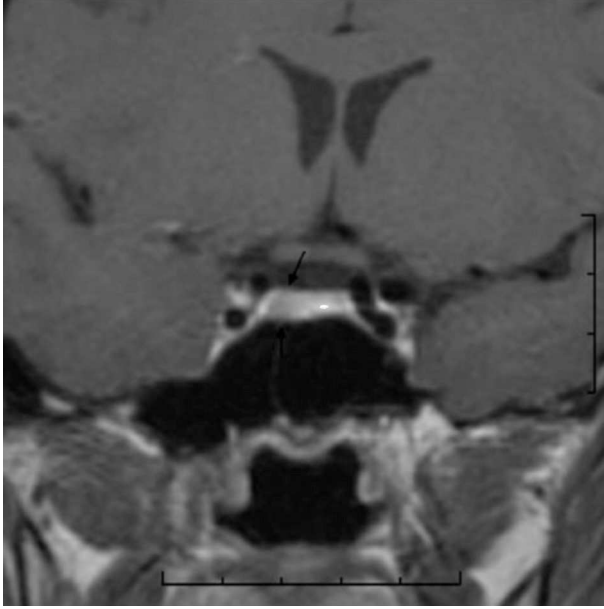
Imagen de resonancia magnética de corte coronal que muestra una zona de menor captación en la vertiente derecha de la glándula (flecha).
